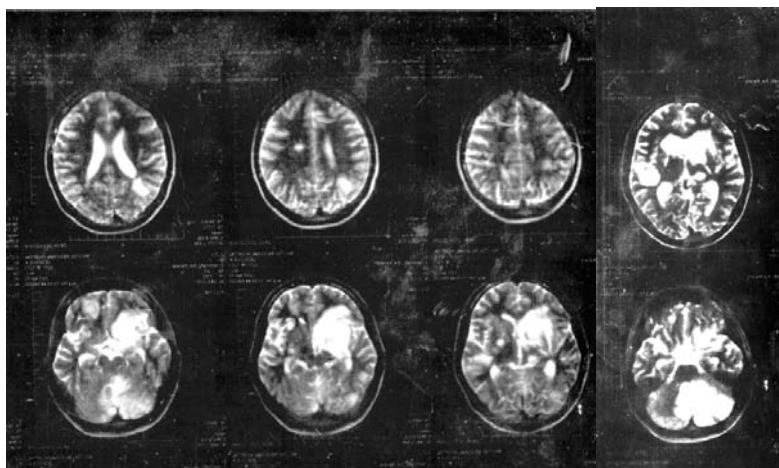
МРТ головного мозга больного Л.
